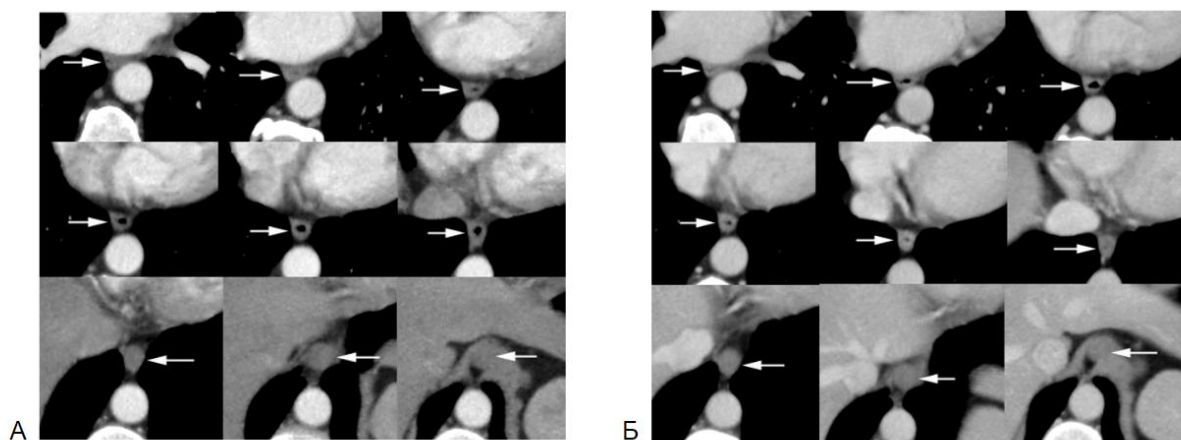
Фрагменты компьютерных томограмм в аксиальной проекции и реконструкция в сагиттальной проекции. Нативное исследование. Пищевод окружает параэзофагеальная (околопищеводная) жировая клетчатка (стрелки), которая позволяет визуализировать наружный контур органа и в сочетании с наличием воздуха в просвете дает возможность оценить толщину стенки.
